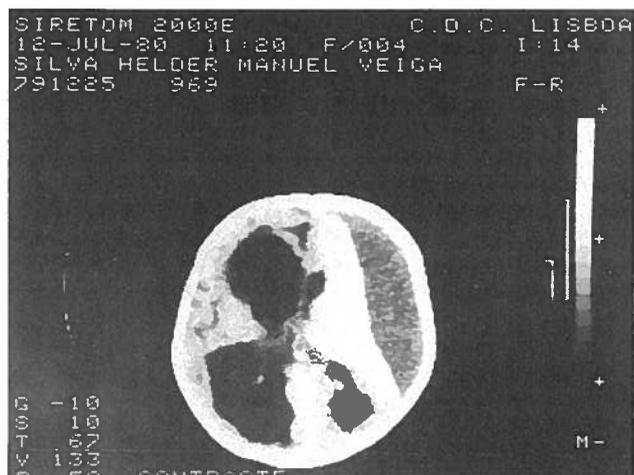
Caso 3: Tomografia Axial Computorizada pré-operatória (vide texto).
